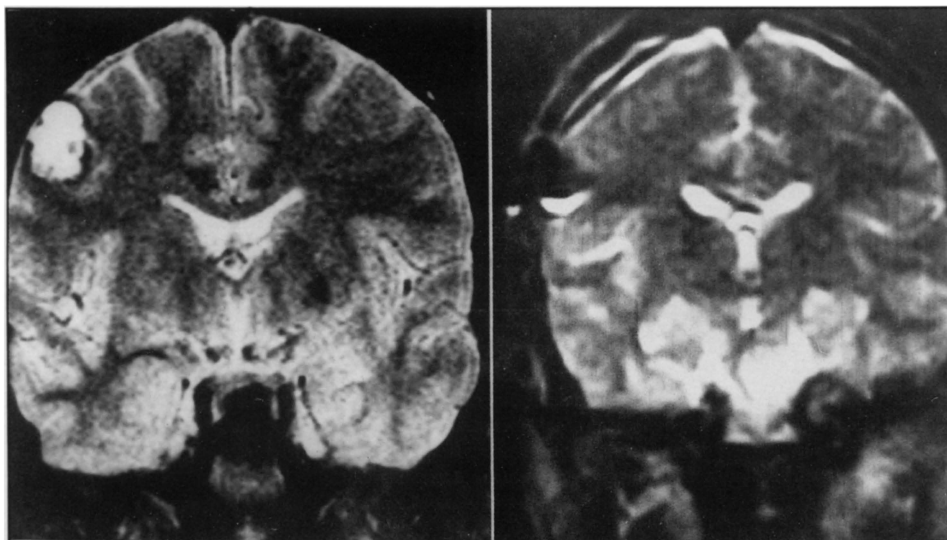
RM. À esquerda (Fig 2a), corte pré-operatório em T_2 mostra massa hiperintensa na região frontal, com anel de hipointensidade envolvendo parcialmente a lesão. À direita (Fig 2b), corte coronário pós-operatório em T_2 , comprovando a remoção completa da lesão identificada na Fig 2a.
